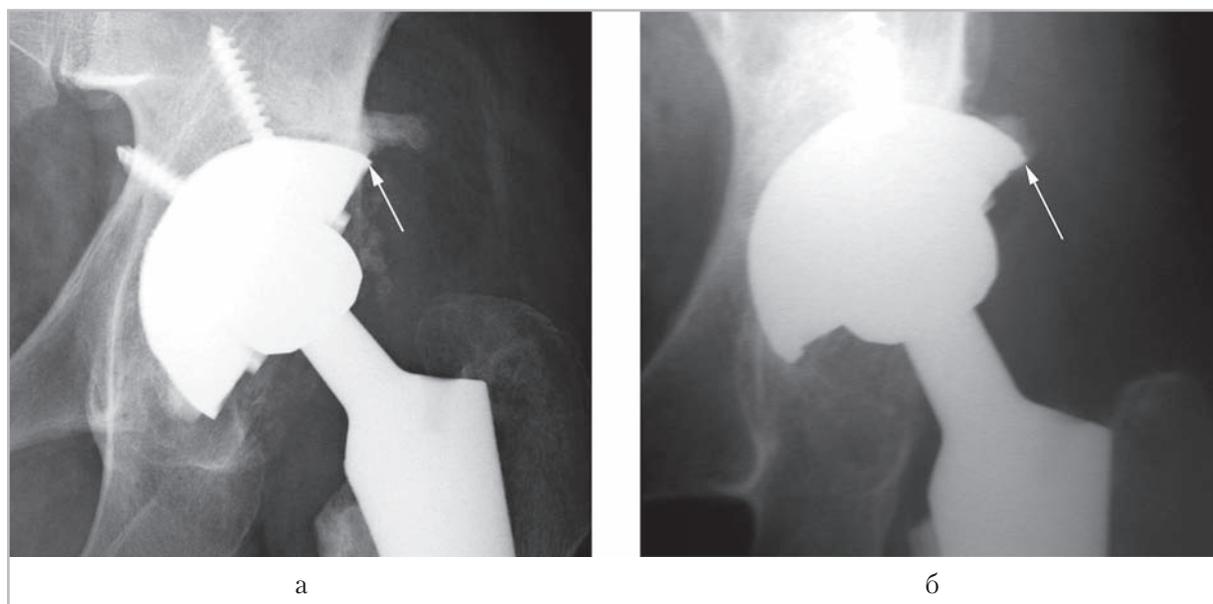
Послеоперационные рентгенограммы левого тазобедренного сустава в прямой проекции, на которых отмечается полное (а) и неполное покрытие чашки эндопротеза костью (б) — стрелки
